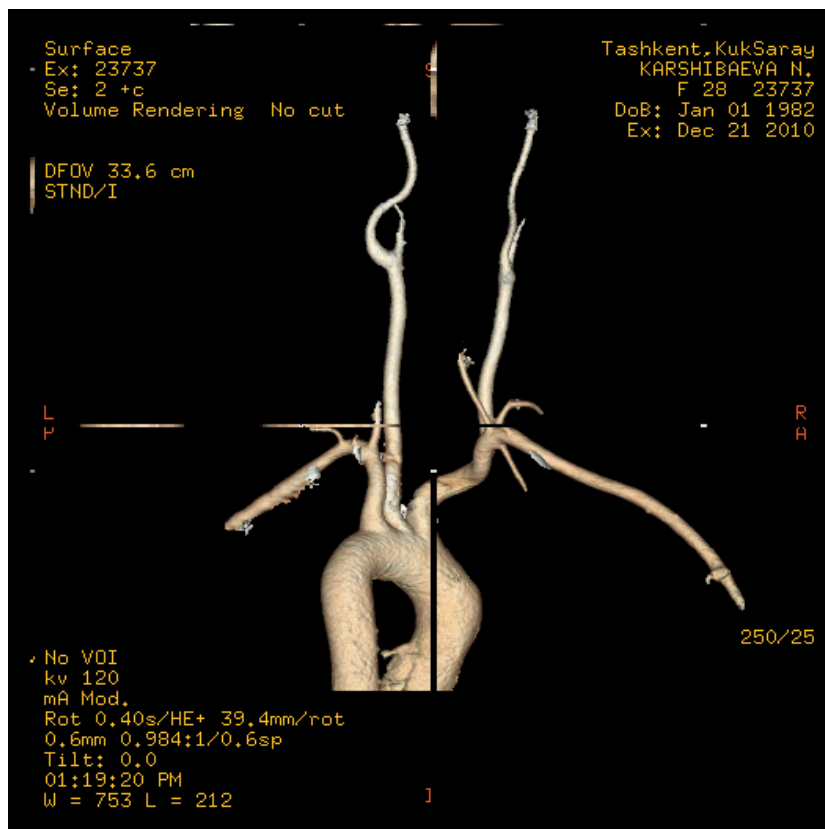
Мультиспиральная компьютерная томография с ангиографией сосудов брахиоцефального ствола
